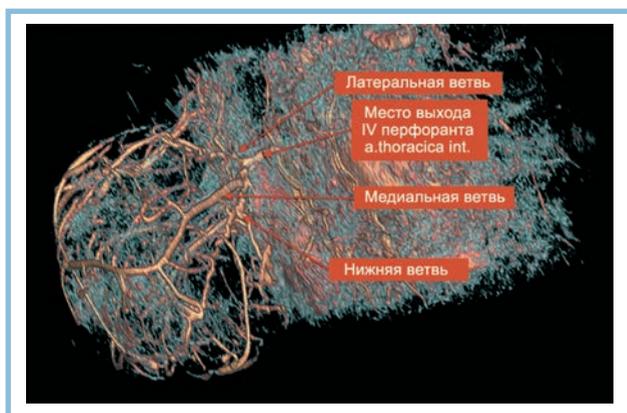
КТ-ангиография с визуализацией сосудистой сети правой молочной железы.
